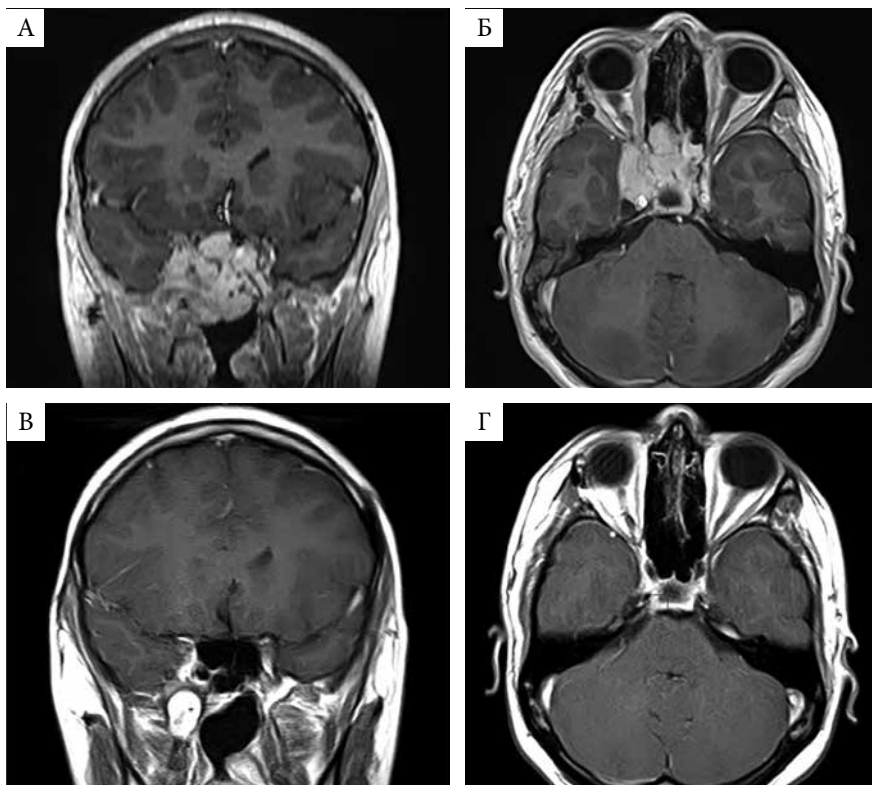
Пример выраженного уменьшения размеров ЮАОЧ после облучения: А, Б – МРТ в коронарной и аксиальной проекциях перед лечением; В, Г – МРТ в коронарной и аксиальной проекциях через 2,5 года после облучения в режиме стандартного фракционирования с разовой дозой 2 Гр до СОД 52 Гр
